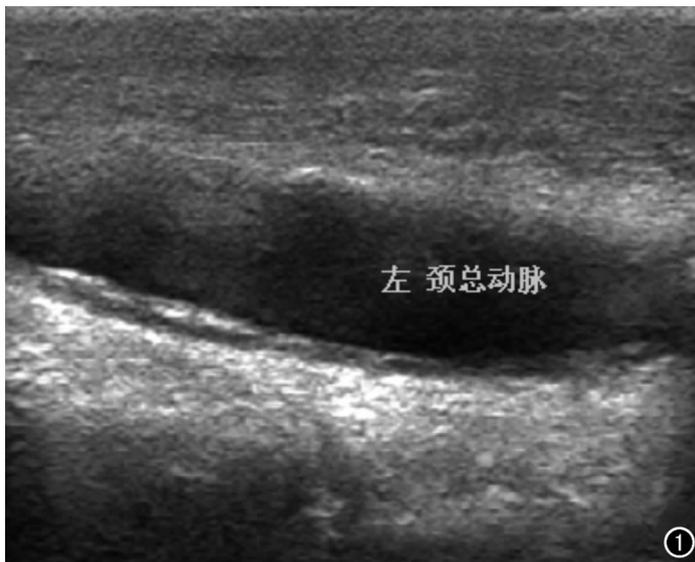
颈动脉彩色超声检查示单支病变组颈动脉 IMT 增厚。窦部粥样硬化斑块形成。
